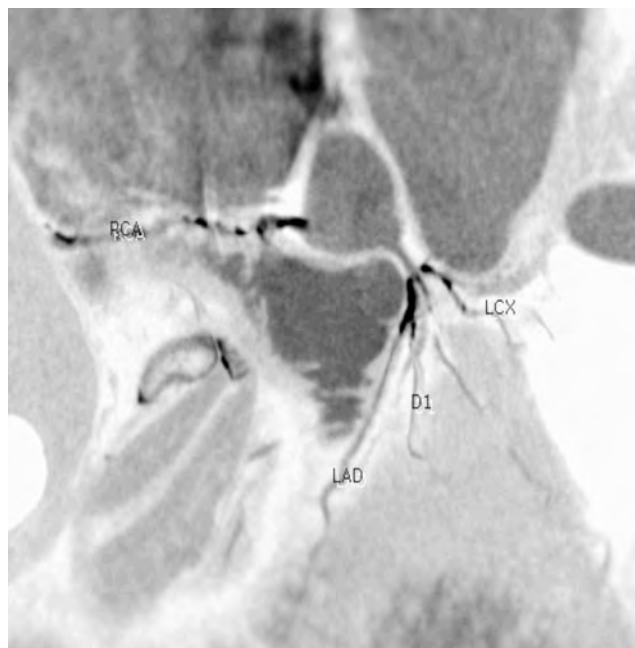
Tomografia computerizzata del cuore. Sono visibili diffuse calcificazioni lungo il decorso delle arterie coronarie (D1, diagonal branch; LAD, left anterior descending; LCX, left circumflex artery; RCA, right coronary artery).
